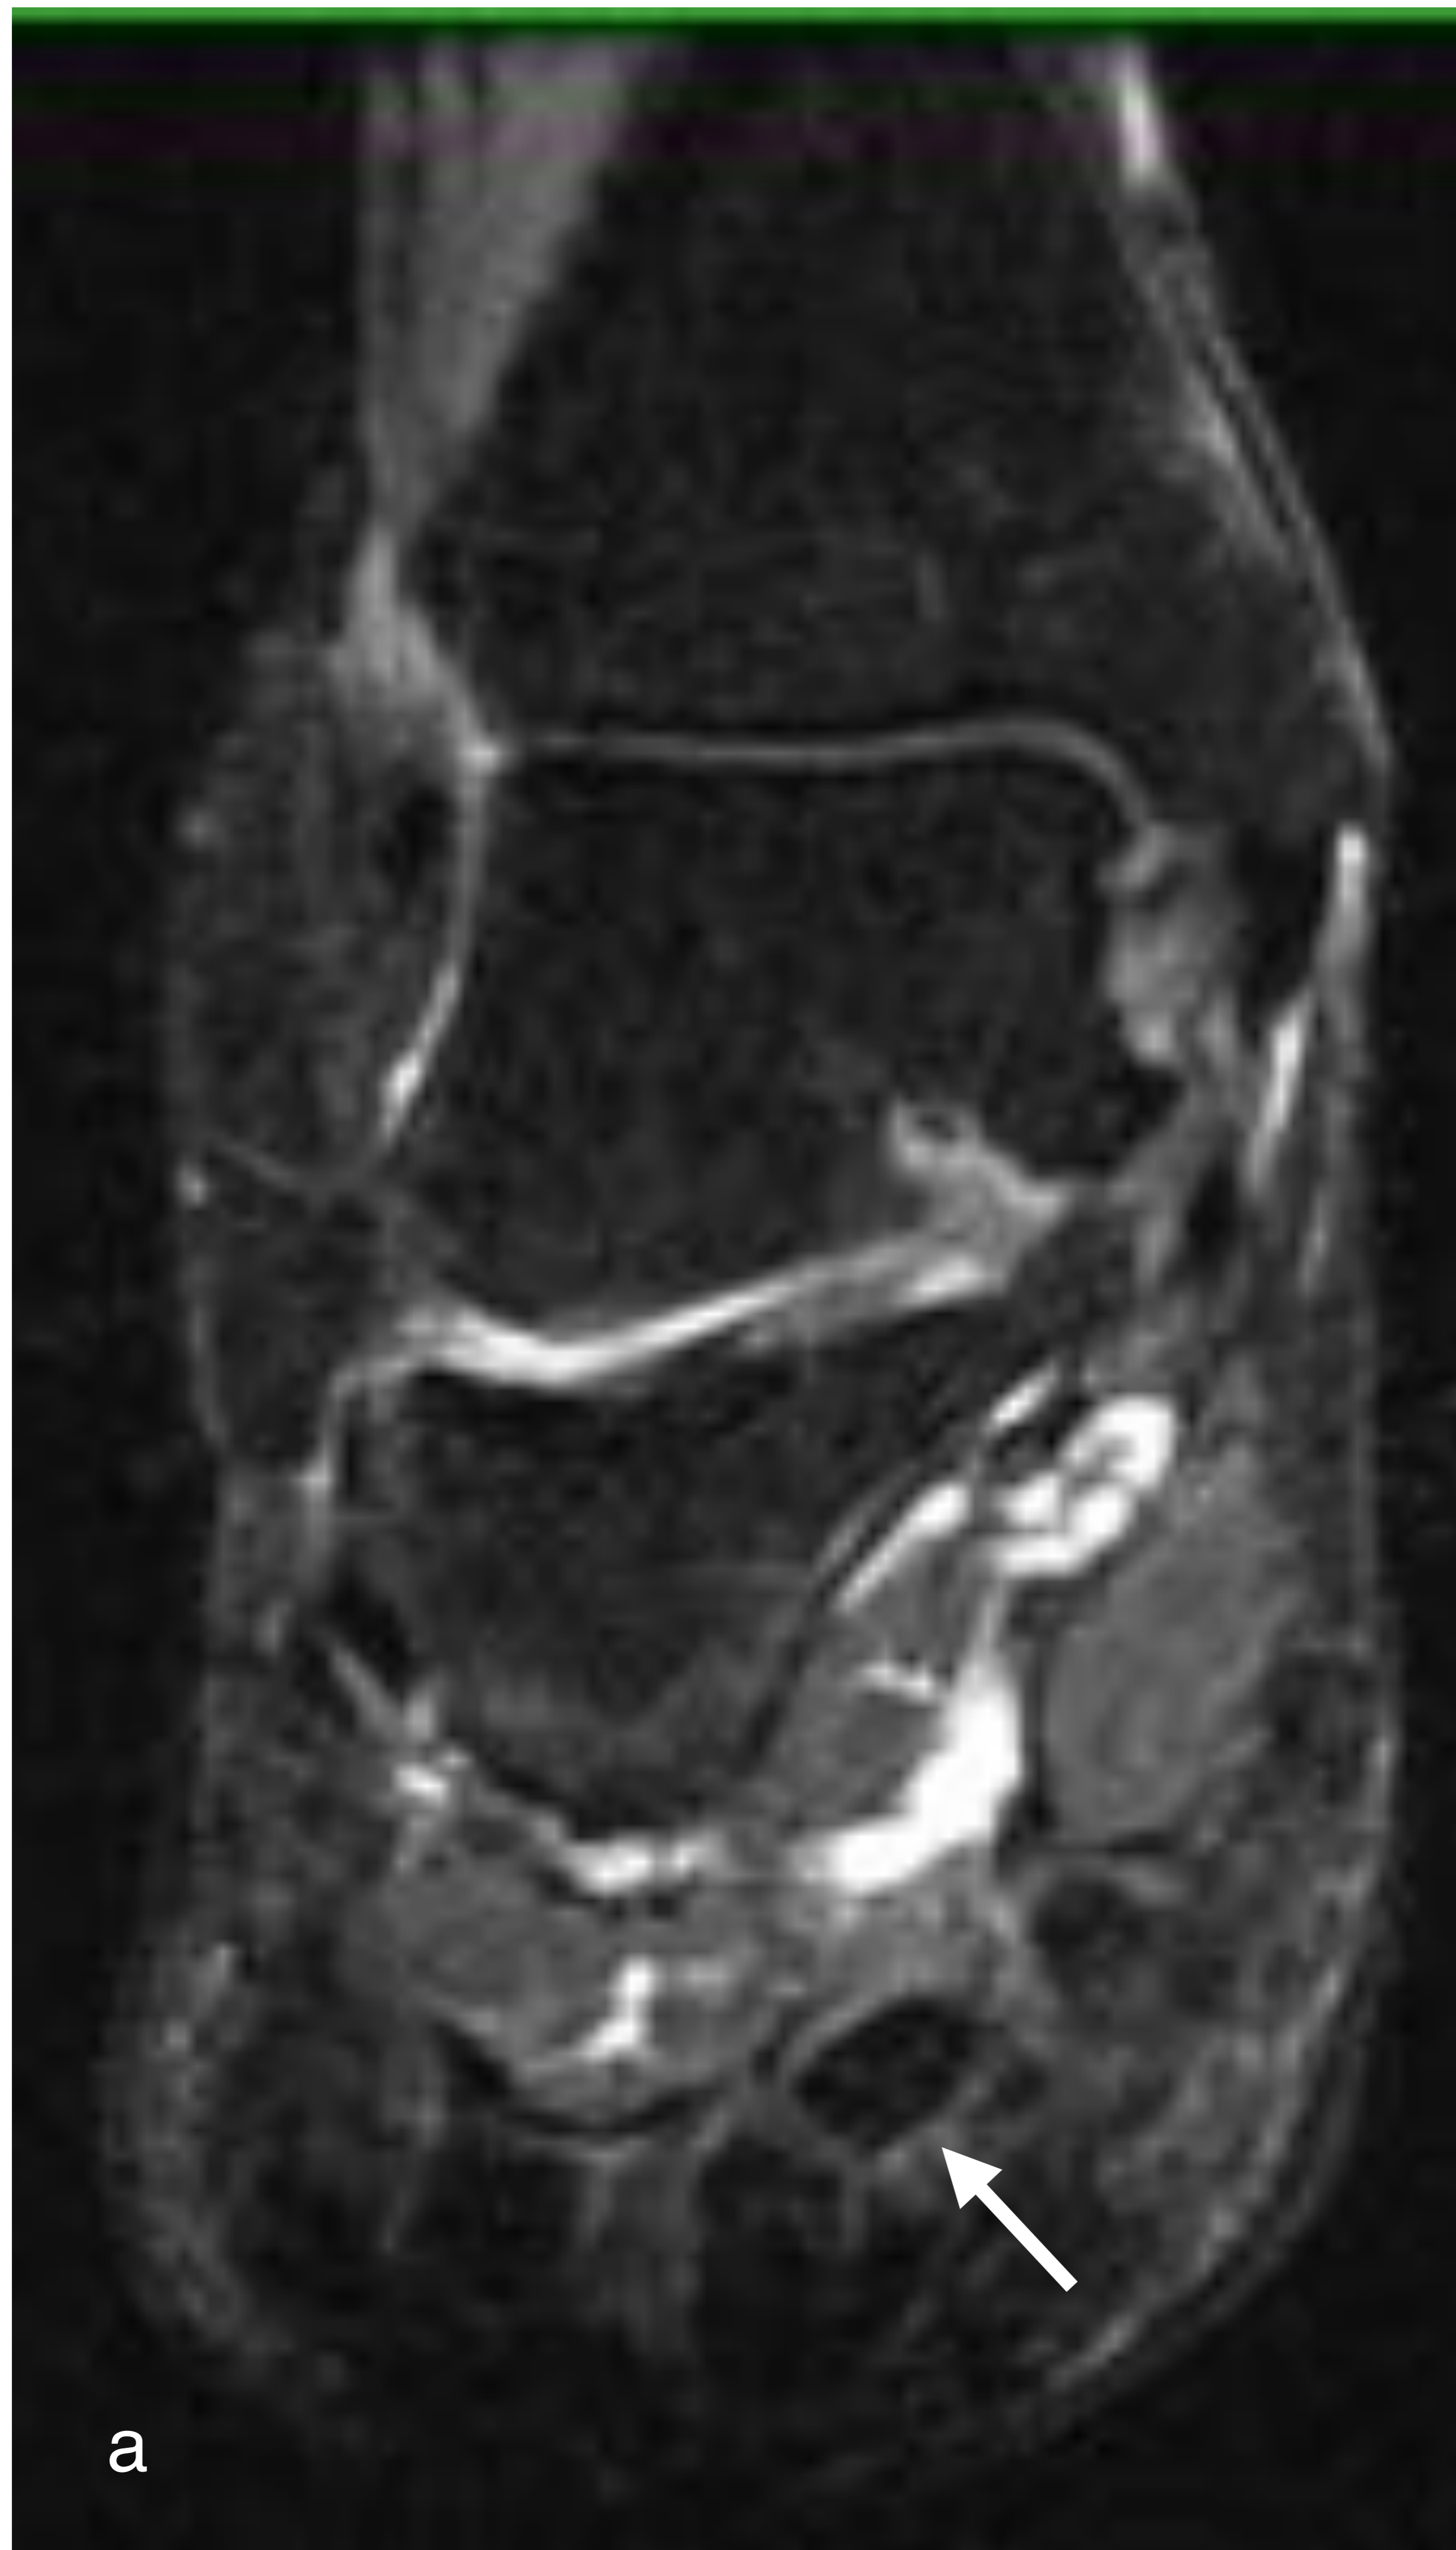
paciente de 50 años, dolor de larga evolución en el talón. RM, secuencias STIR coronal (a) y sagital (b), se identifica engrosamiento de la banda central de la fascia plantar (flecha) en su porción posterior (6 mm) y edema a nivel de la inserción en el calcáneo (punta de flecha), en relación con fascitis plantar.
